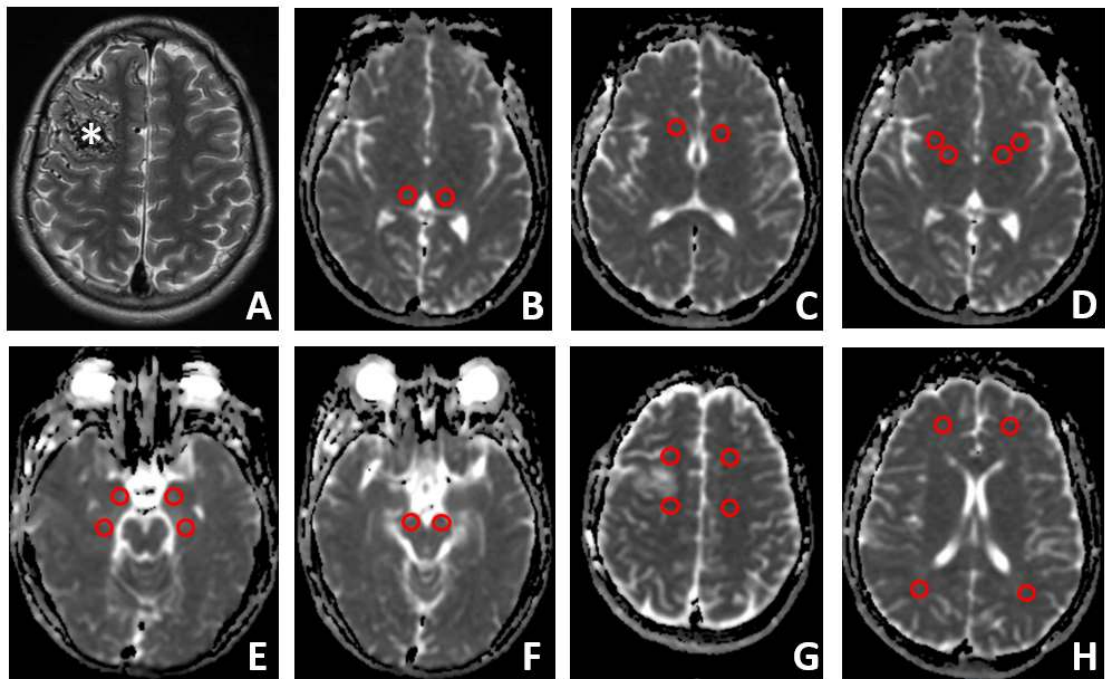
Protocolo establecido para la toma de muestras de los valores de ADC en los pacientes con MAV. (A) Imagen de RM con técnica de T2 en plano axial donde se muestra la MAV (asterisco) ubicada en la región frontal derecha. (B-H) Imágenes de RM con técnica ADC donde se señala la colocación de las regiones de interés (ROIs) (círculos rojos) de manera bilateral: talamos (B), cabeza del núcleo caudado (C), putamen y globo pálido (D), cabeza del núcleo amigdalino y cuerpo del hipocampo (E), pedúnculos cerebrales (F). ROIs colocados en la sustancia blanca proximal rostral y proximal caudal (G), sustancia blanca distal rostral y distal caudal (H) respecto al nido de la MAV.
